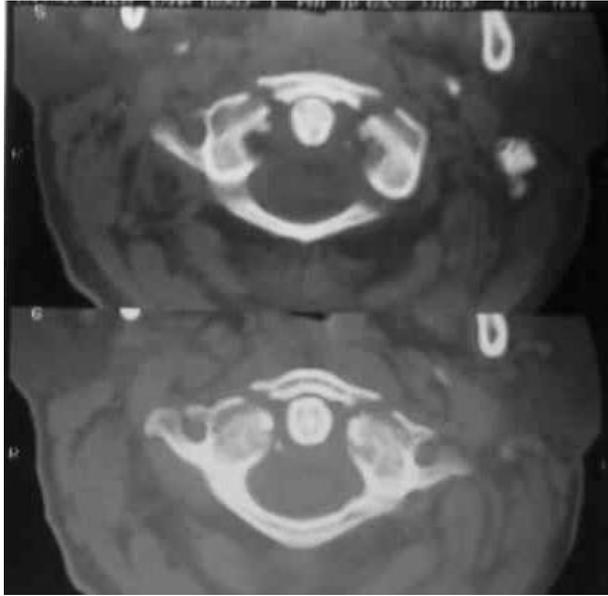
TC que muestra fractura de arco de Jefferson.
